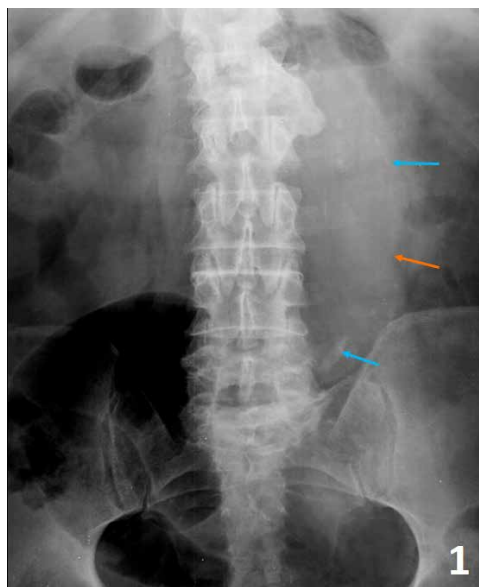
Radiografía simple de abdomen. En la radiografía simple de abdomen, se observa un aumento de densidad paravertebral izquierdo que borra parcialmente la línea del psoas ipsilateral (flecha naranja) y que se acompaña de calcificaciones periféricas (flechas azules), compatible con un aneurisma de aorta.
